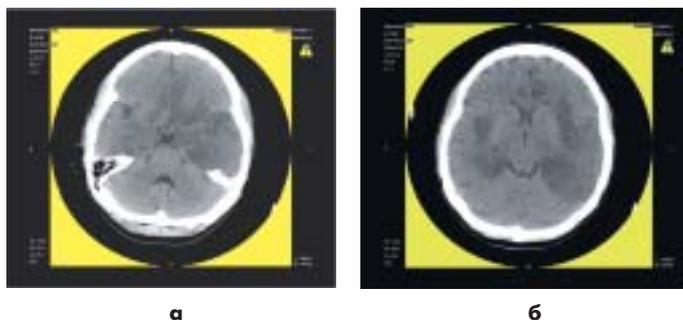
КТ головного мозга от 27.04.10.
